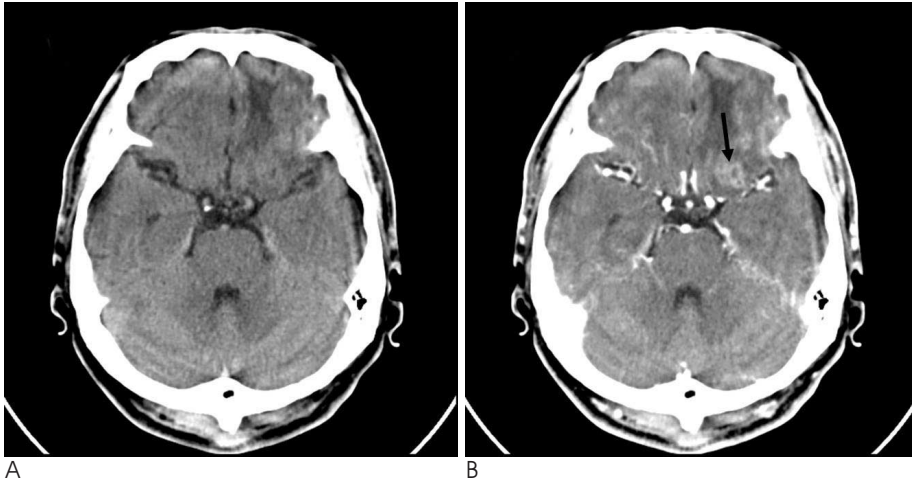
Brain CT of a 52-year-old man with headache
